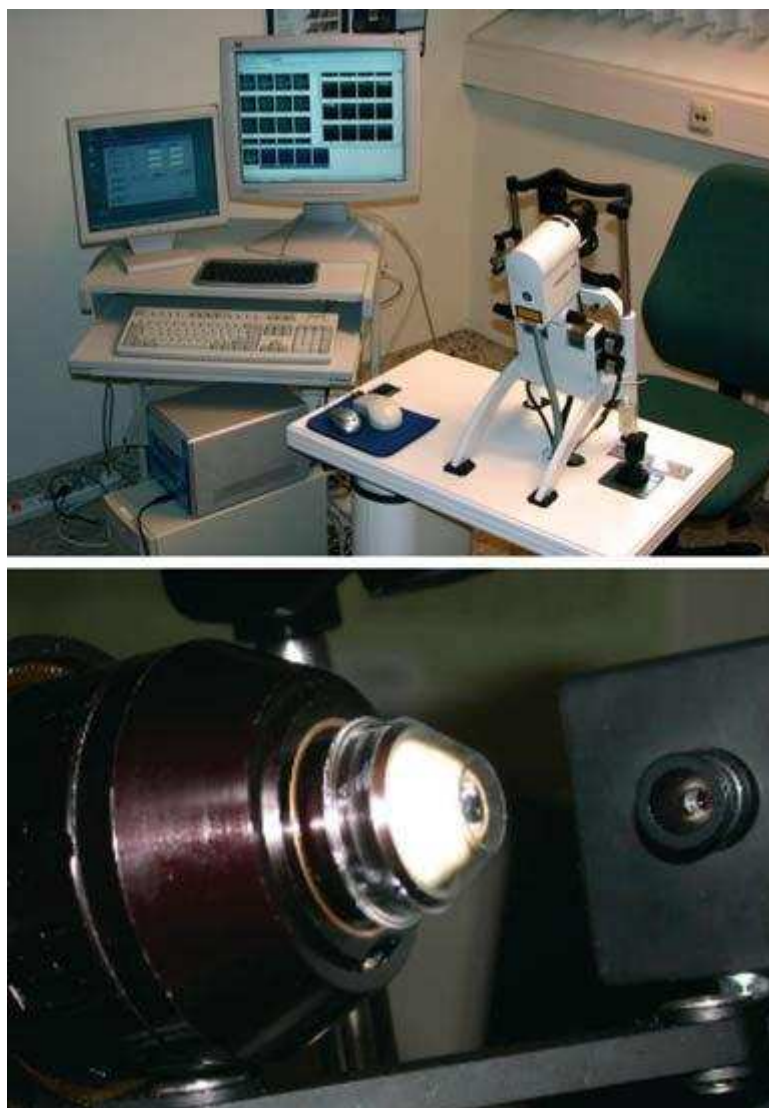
[In alto Heidelberg Retina Tomograph 3 (HRT3); in basso vista da vicino del Rostock Cornea Module (RCM)]
